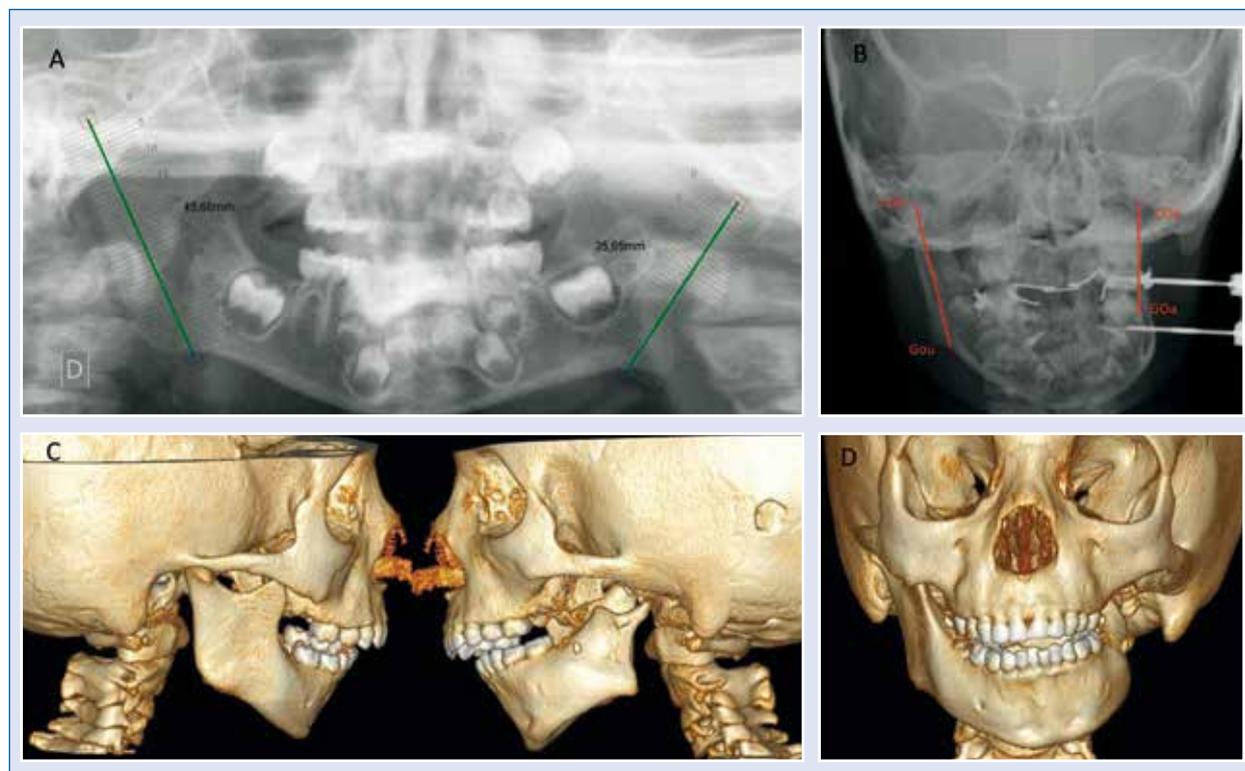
Análisis radiológico de un paciente con microsomía craneofacial grave. La OPG (A) y la RX PA (B) ponen de manifiesto, entre otras alteraciones, la diferencia en las longitudes de las ramas mandibulares. La TAC 3D (C y D) ofrece una imagen anatómica de las alteraciones.
